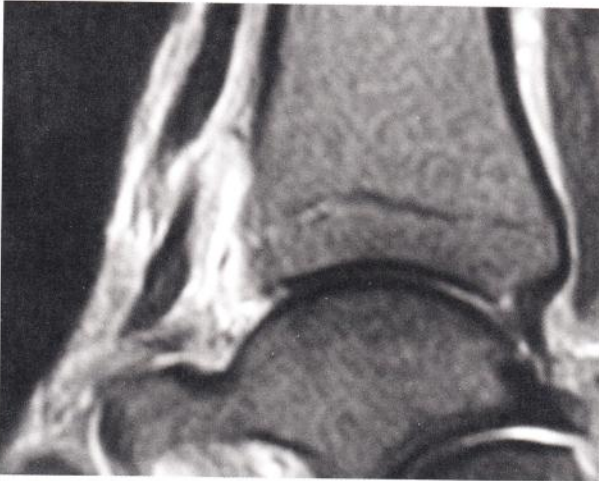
Ruptura completa del tendón en RMN.
